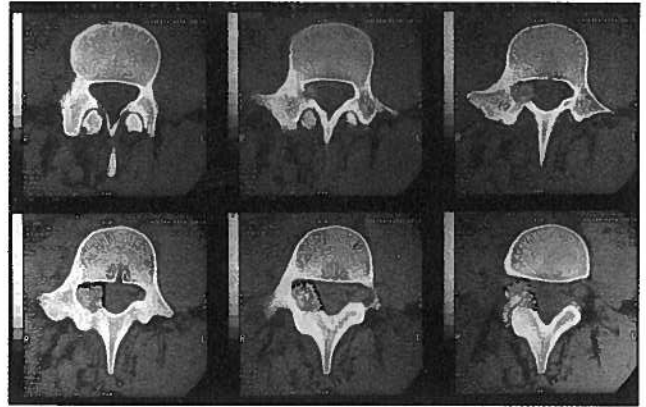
TAC da coluna lombo-sagrada da mesma doente onde se visualiza neo-formação do arco posterior direito de L<sub>4</sub>, heterogénea, localizada ao respectivo pedículo, istmo e lâmina, com destruição da cortical interna dessas estruturas e invasão do canal raquidiano lombar e canal de conjugação direito, comprimindo o saco dural e apagando a raiz direita de L<sub>4</sub>.
